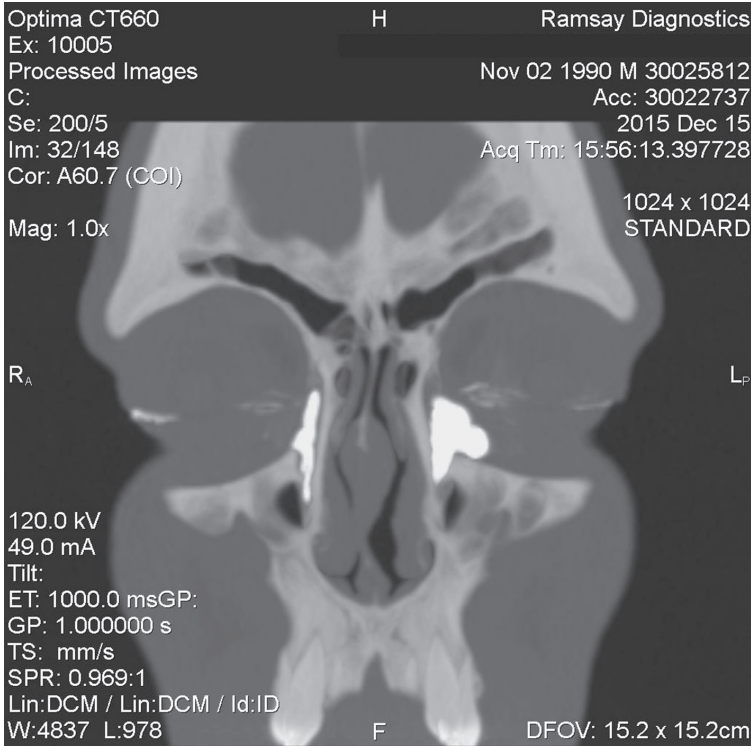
Мультиспиральная компьютерная томография пациента с дакриоциститом
